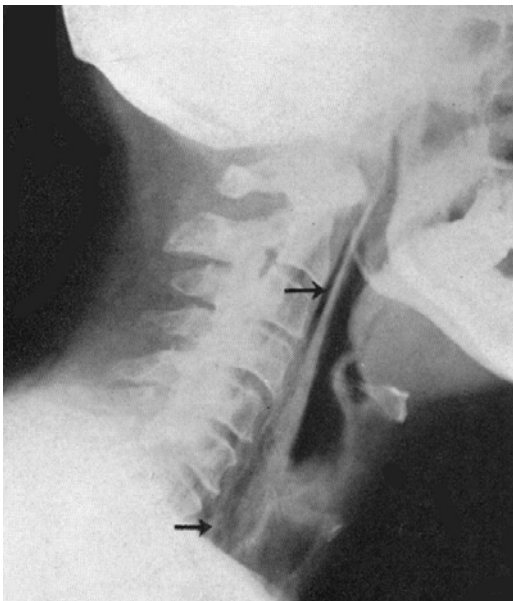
Radiografía lateral de cuello. Se observa la presencia de aire en el espacio prevertebral
